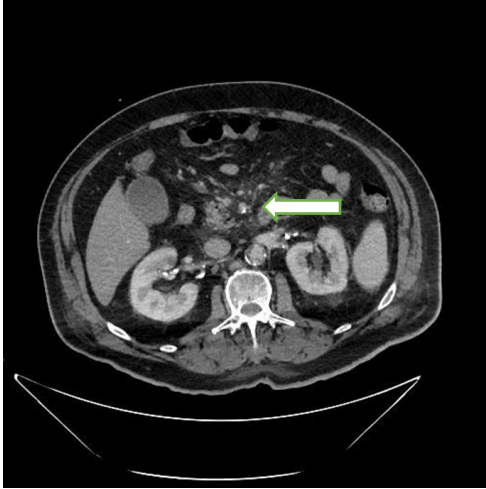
TC toraco-abdomino-pélvico inicial: Atenuación de la grasa abdominal sugestivo de mesenteritis inespecífica.
